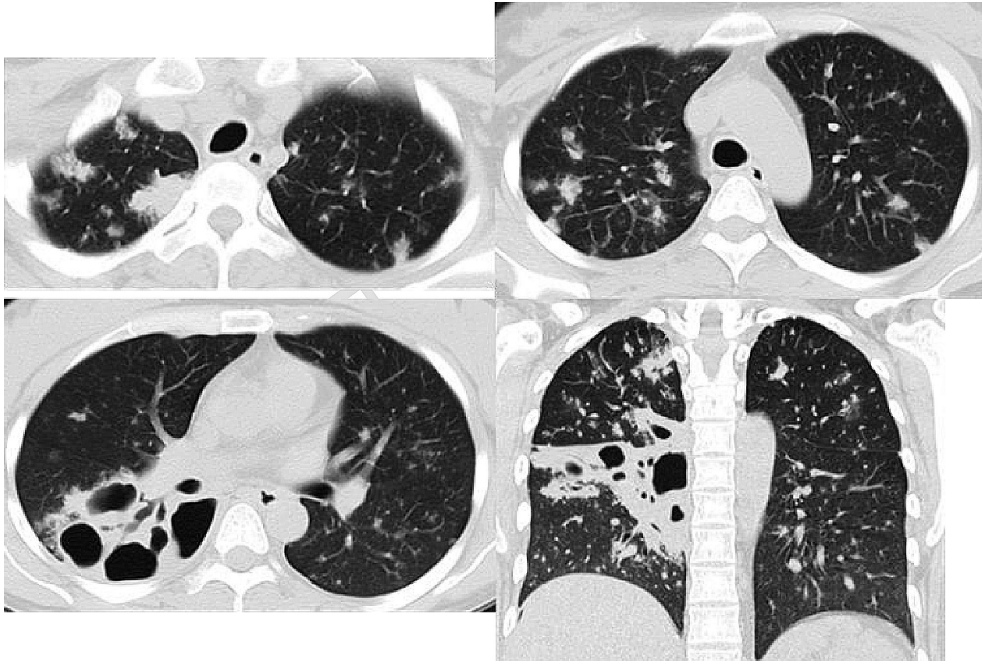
Chest CT on admission showed consolidation with large cavities in the right S² and S⁶. Multiple nodules of 1 to 3 mm in diameter were distributed randomly throughout both lungs.
